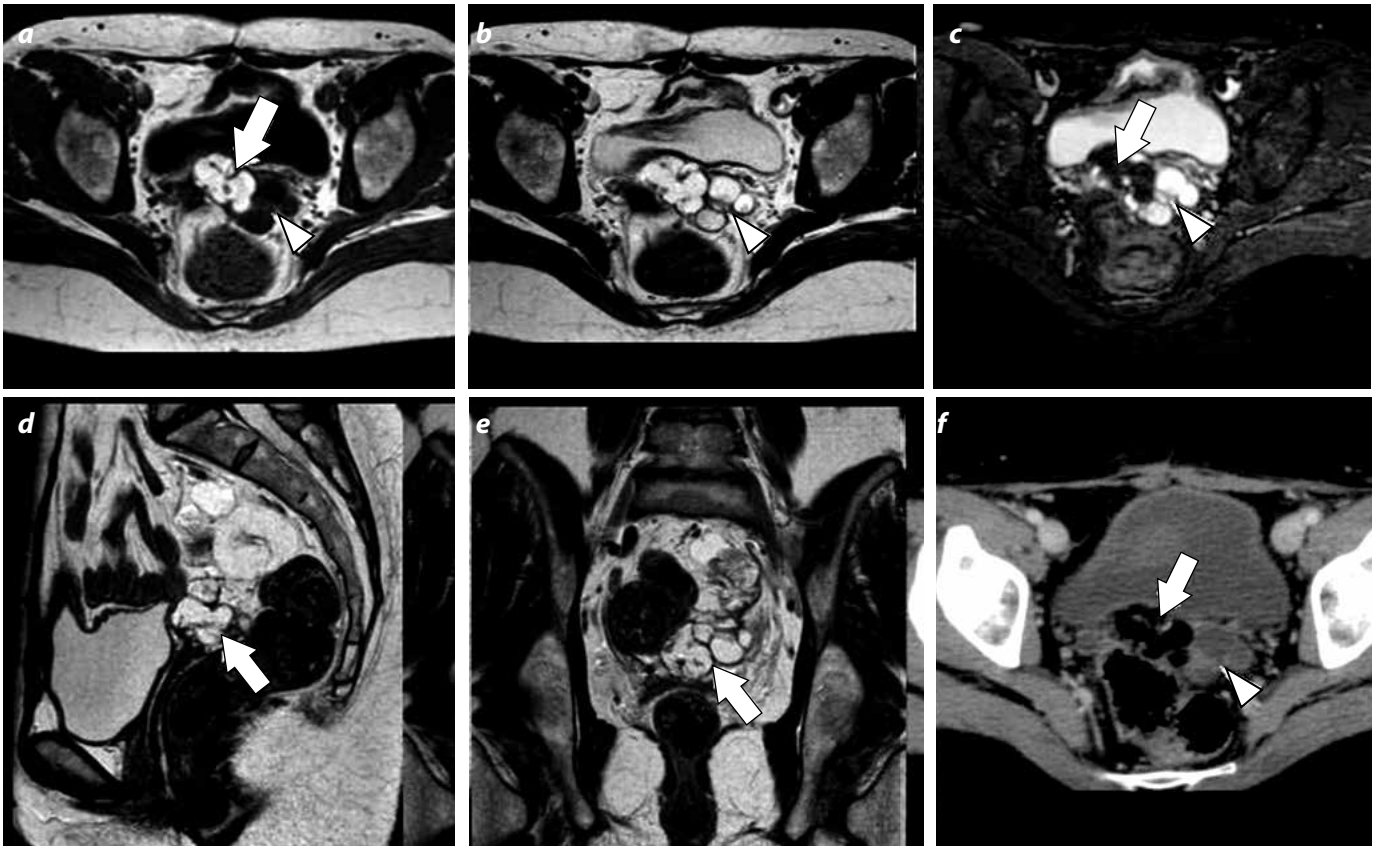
RM de pelvis. a) Secuencia potenciada en T1 de plano axial. Se identifica una lesión polilobulada, heterogénea, de predominio grasa (flechas) con algunas zonas quísticas (cabeza de flecha) en el fondo del saco de Douglas. b), d) y e) Secuencias potenciadas en T2 en planos axial, sagital y coronal, respectivamente. c) Secuencia potenciada en T2 con supresión grasa. f) TC de pelvis en plano axial y con medio de contraste intravenoso. Imágenes lobuladas de baja densidad por grasa (flecha) e imágenes de baja densidad por líquido (cabeza de flecha), que se correlacionan con los hallazgos de la RM.
